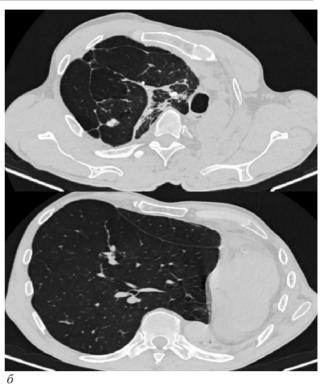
Рентгенографическое (a) и КТ-исследование (б) после торакопластики слева (через 4 месяца): возвращение трахеи и пищевода к срединному положению
